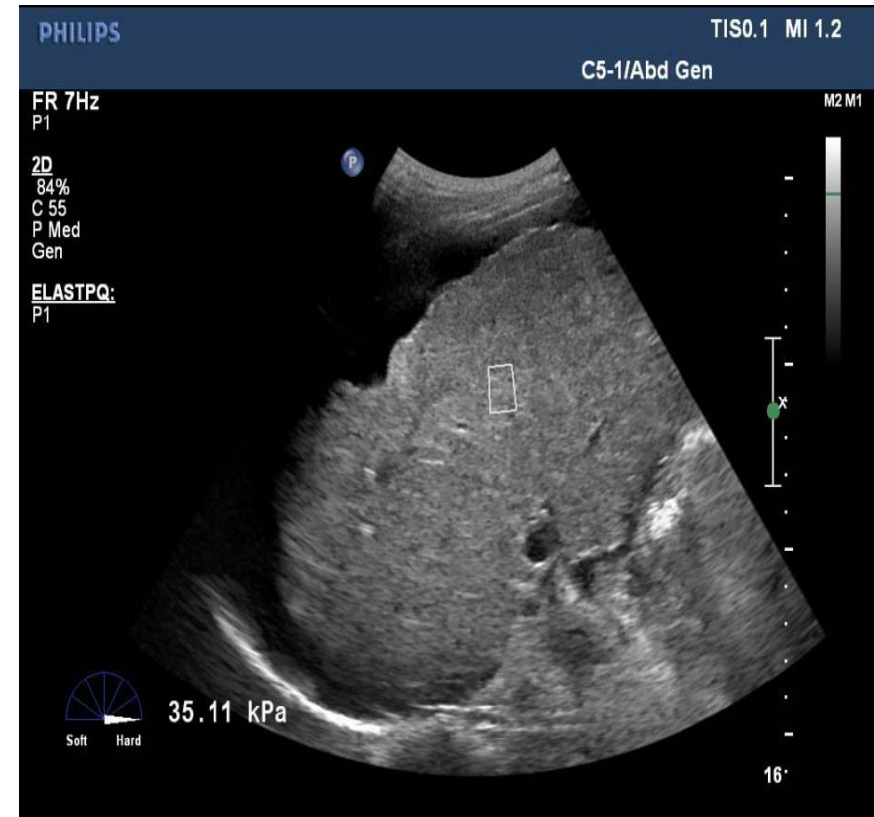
Imagen obtenida mediante Elastosonografia
